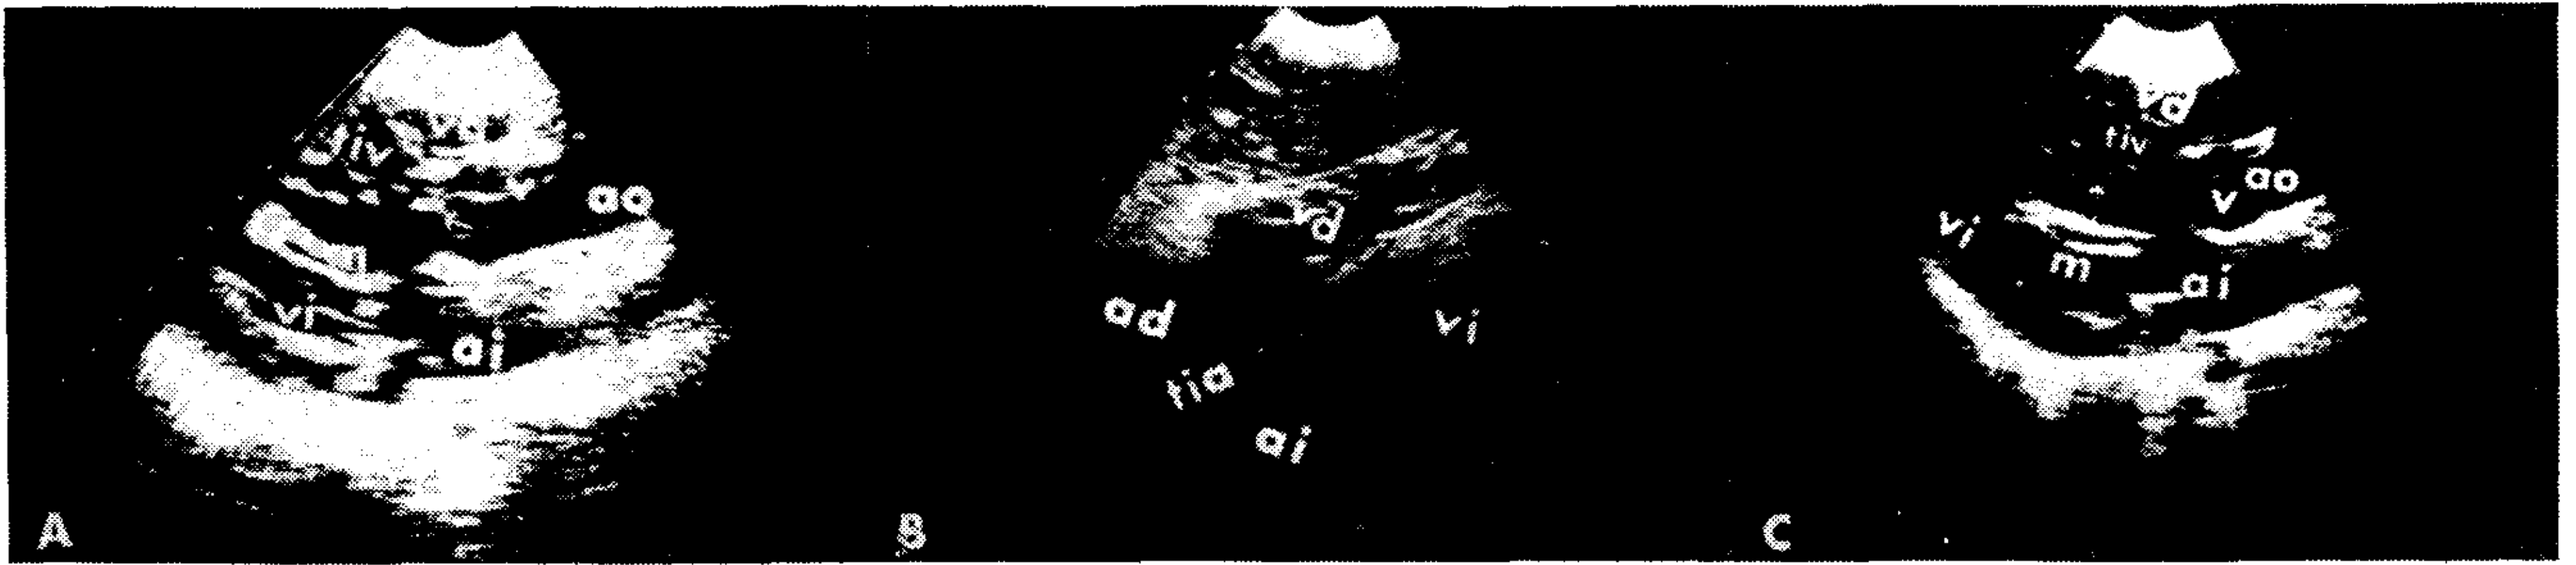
Ecocardiograma bidimensional del paciente cuyo ecocardiograma modo M se muestra en la Fig. 4B. A. -Preoperatorio. Eje longitudinal del ventrículo izquierdo. Imagen diastólica. Válvula aórtica cerrada (v). Por debajo de la válvula, bandas de ecos anormales, generados por el diafragma subvalvular (flecha). Tabique interventricular (tiv) marcadamente engrosado, de aspecto heterogéneo, con intensidad aumentada de los ecos a nivel de la superficie septal izquierda. B. -Preoperatorio. Vista subcostal de cuatro cavidades, mostrando el engrosamiento marcado del tabique interventricular. C. -Postoperatorio. Eje longitudinal del ventrículo izquierdo. Imagen diastólica. Válvula aórtica cerrada (v). Tabique interventricular (tiv) muestra las mismas características que en el ecocardiograma preoperatorio. La banda de ecos irregulares a nivel subvalvular ha desaparecido. La flecha señala la marcada prominencia del tabique interventricular en el tracto de salida del ventrículo izquierdo. tia: tabique interauricular; ad: aurícula derecha; ai: aurícula izquierda. Demás abreviaturas: igual que en la Fig. 6.
